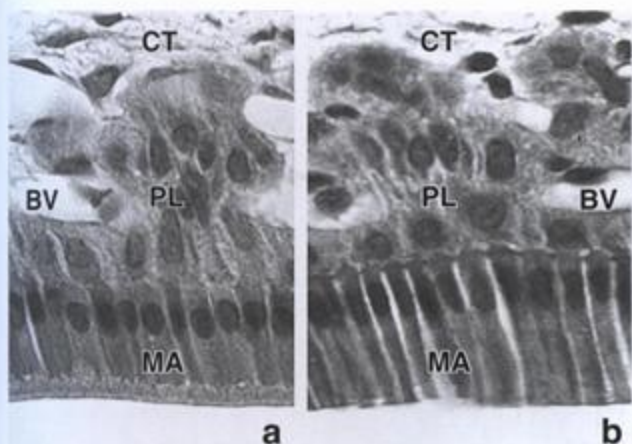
Ameloblastos en diferentes etapas de maduración. a. En esta microfotografía en blanco y negro de un corte teñido con H-E se ven ameloblastos madurativos (MA) en tejido desmineralizado. El esmalte en proceso de maduración se perdió durante la técnica histológica y el espacio que hay debajo de los ameloblastos, donde antes estaba el esmalte, aparece vacío. Los ameloblastos madurativos con borde estriado totalizan el 80% de la población celular en la zona de maduración. BV, vasos sanguíneos; CT, tejido conjuntivo; PL, capa papilar. 650 x. b. Esta microfotografía muestra ameloblastos madurativos de superficie lisa (MA), que forman el 20% de la población celular en la zona de maduración. A la altura del polo basal de los ameloblastos están las células de la capa papilar (PL). Durante esta etapa de maduración de los ameloblastos ya no hay una capa de estrato intermedio. 650 x.
